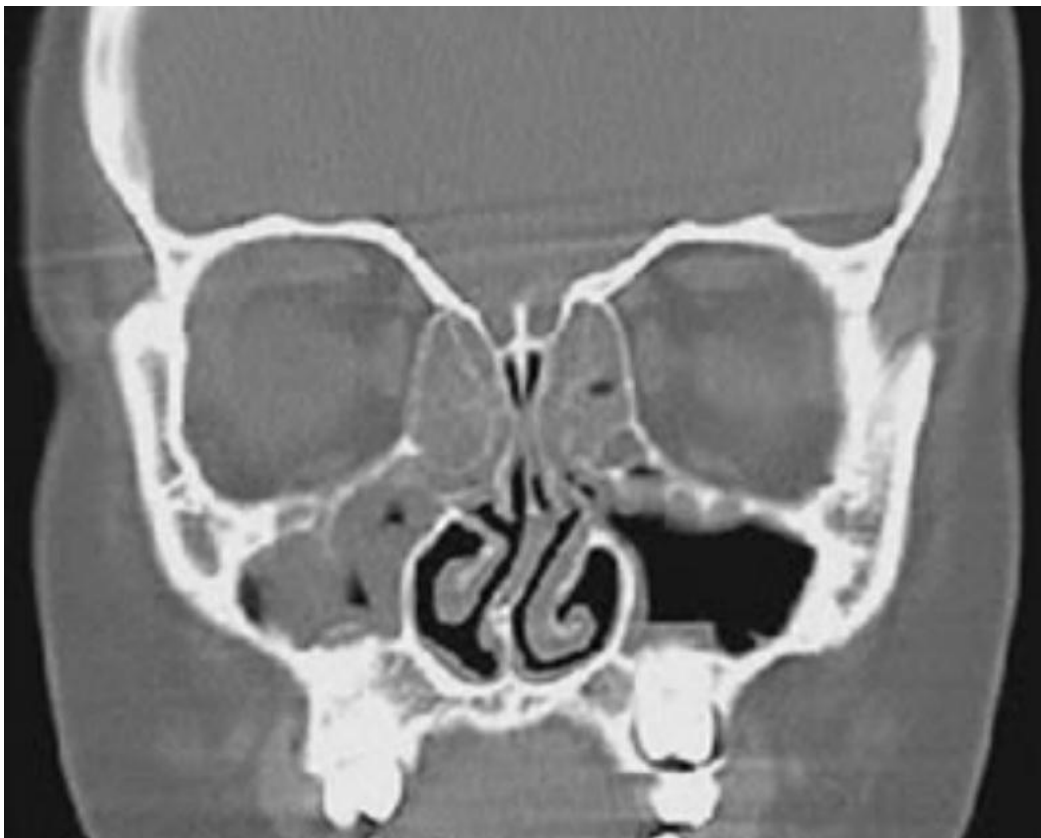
Image TDM coupe frontale montrant une déviation septale associée à une sinusite maxillaire chronique et une sinusite éthmoïdale ^[13]
